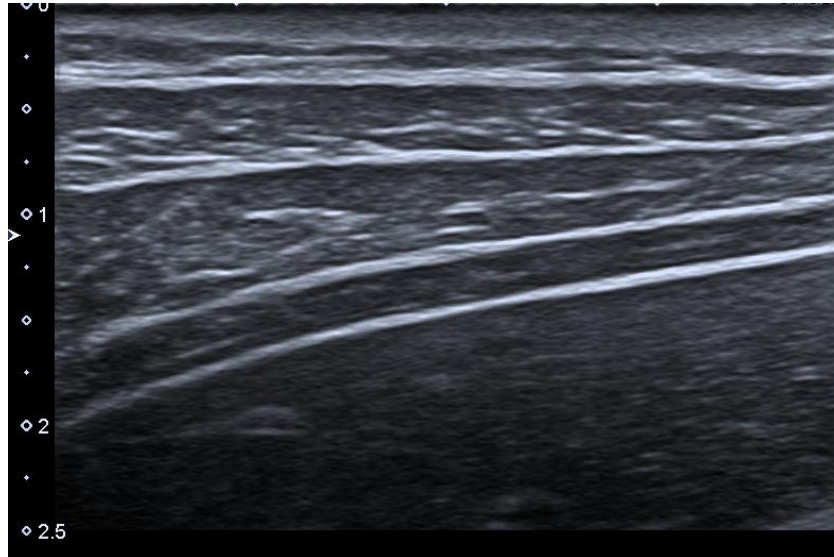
Ecografía de pared abdominal en reposo.
